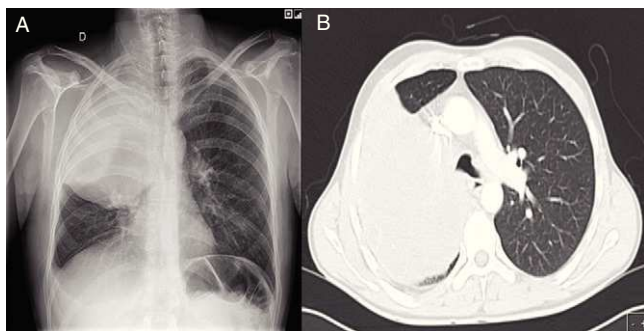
A) Radiografía de tórax posteroanterior que muestra gran masa en lóbulo superior derecho. B) Tomografía axial computarizada de tórax correspondiente al paciente.
